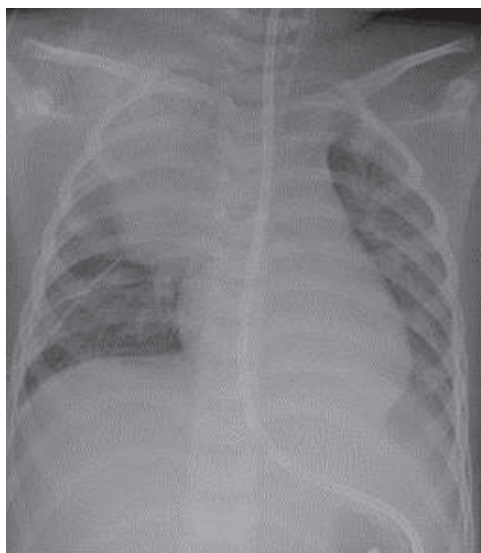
11.01. Рентген-данные в пользу очагово-сливной пневмонии в верхней доле справа, пневмония слева. Правосторонний гидроторакс, минимальный выпот слева
